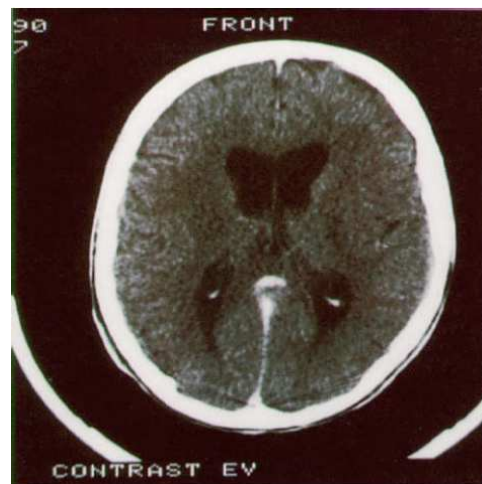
TAC craneal de paciente con esquizofrenia donde se observa dilatación de los ventrículos laterales
